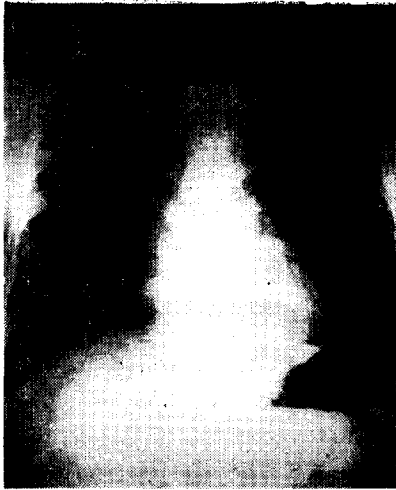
Chest X-ray film taken on the day of trauma shows no gross abnormality.
